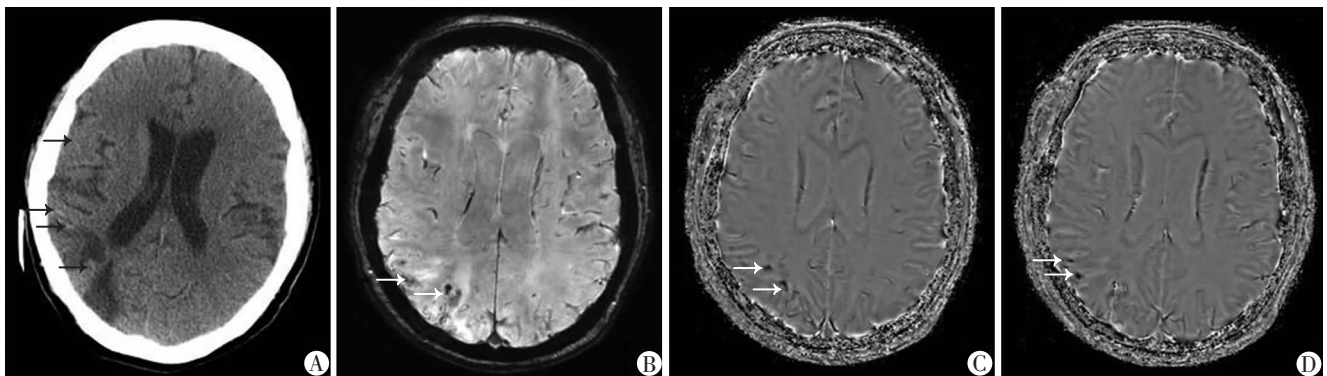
右侧颞枕顶叶大面积脑梗死59岁女性患者起病后20⁺d CT、MRI表现
